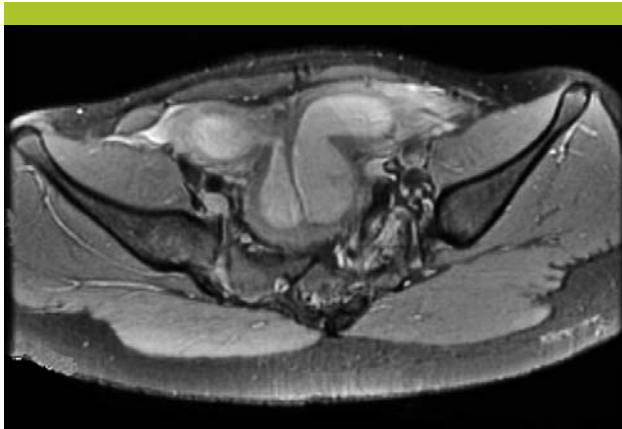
IRM montrant un utérus didelphe *
